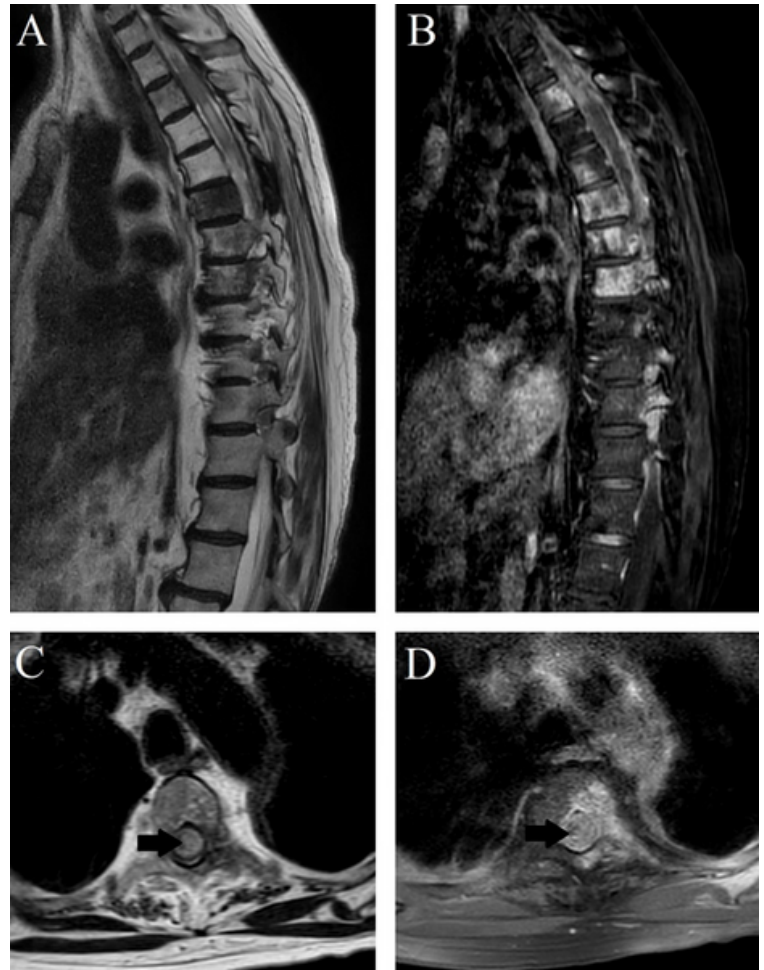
RM no corte/plano sagital, na sequência T2 em A e T1 mDIXON com contraste em B e no corte/plano axial na sequência T2 em C e T1 mDIXON com contraste em D, demonstrando heterogeneidade difusa dos corpos vertebrais e pedículos de D1 até D10 com realce pelo contraste – metástases ósseas – e alteração de sinal da medula espinhal com formações expansivas apresentando realce pelo contraste (seta preta), compatível com metástase da medula espinhal e epidural.
